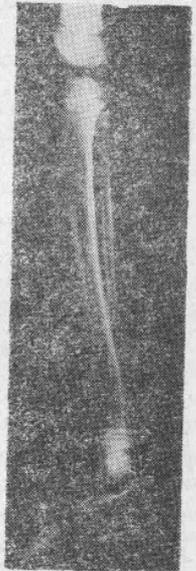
Расположение раз-ых берцовых костей на рентгенограмме после деторсии в отдаленные сроки наблюдения.
